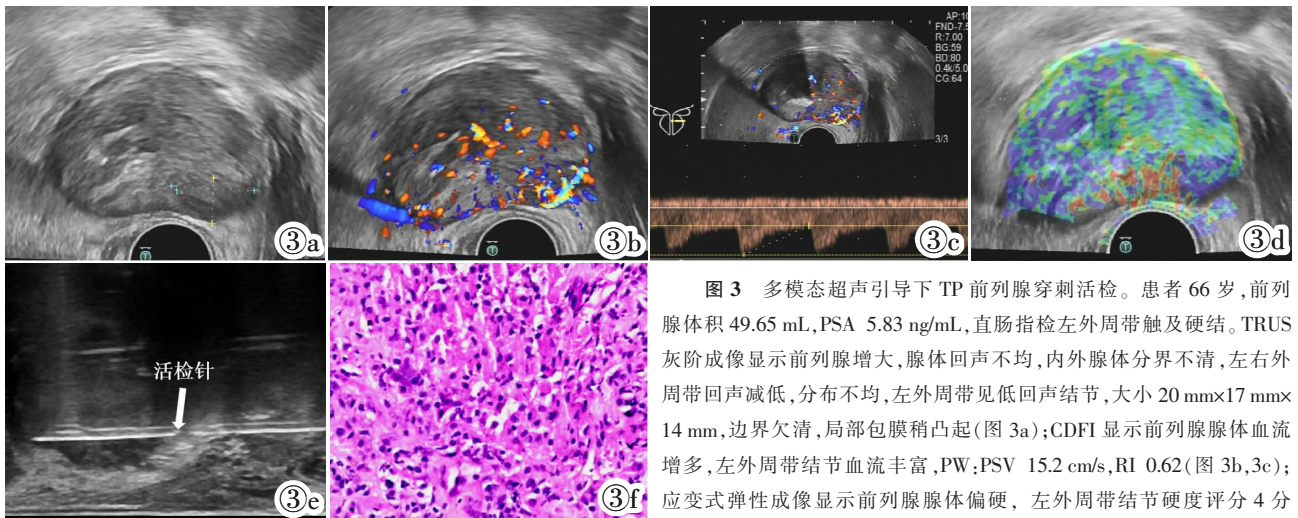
多模态超声引导下 TP 前列腺穿刺活检。患者 66 岁,前列腺腺体积 49.65 mL,PSA 5.83 ng/mL,直肠指检左外周带触及硬结。TRUS 灰阶成像显示前列腺增大,腺体回声不均,内外腺体分界不清,左右外周带回声减低,分布不均,左外周带见低回声结节,大小 20 mm×17 mm×14 mm,边界欠清,局部包膜稍凸起(图 3a);CDFI 显示前列腺腺体血流增多,左外周带结节血流丰富,PW:PSV 15.2 cm/s,RI 0.62(图 3b,3c);应变式弹性成像显示前列腺腺体偏硬,左外周带结节硬度评分 4 分(图 3d);TRUS 引导下系统(8 针)+靶向穿刺(结节内、外及前、后各 1 针),共 12 针(图 3e);镜下显示穿刺组织内可见大量类上皮细胞增生,少许淋巴细胞、浆细胞浸润,符合黄色肉芽肿性前列腺炎(图 3f,HE)。
